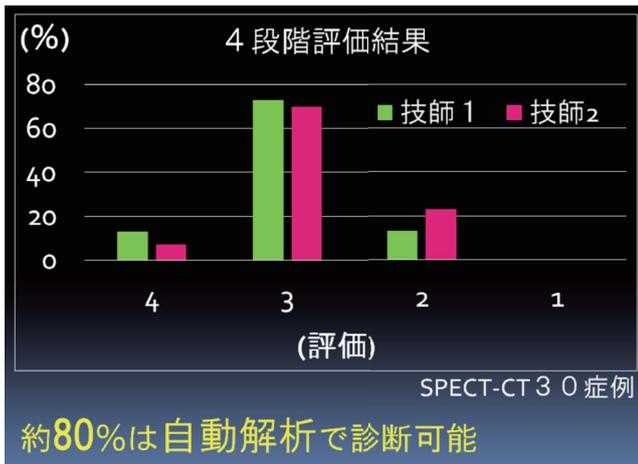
SPECT-CT 位置合わせ 視覚評価結果
